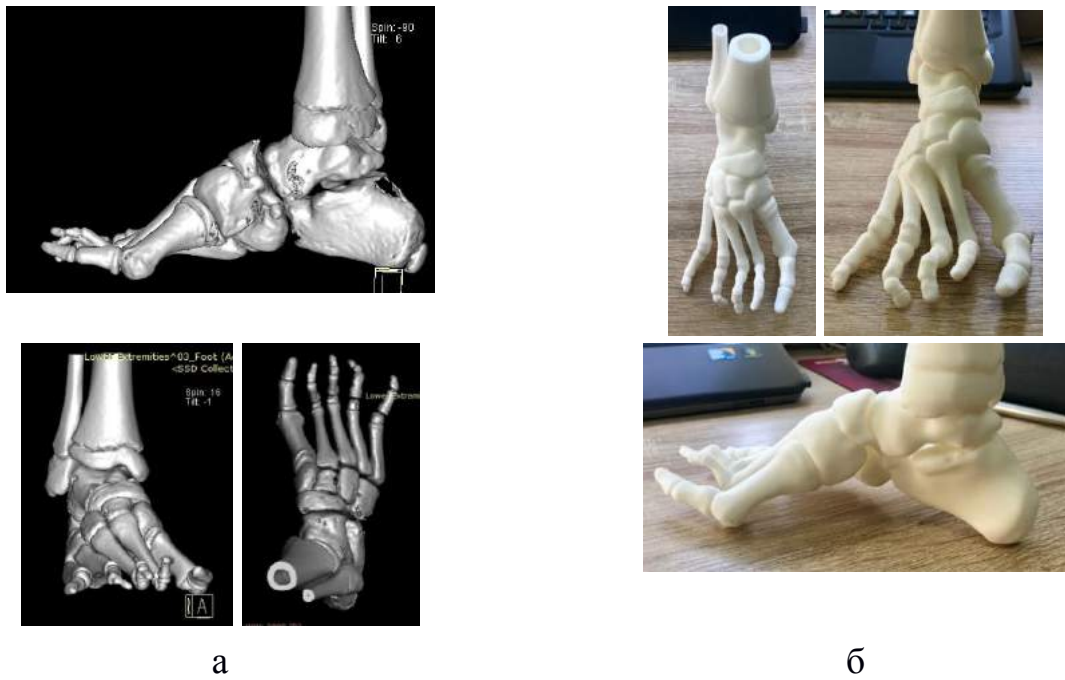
КТ (а) та 3D-реконструкція (б) стоп дитини з рецидивом УЕВК після лікування за операцією Т.С. Зацепіна.
